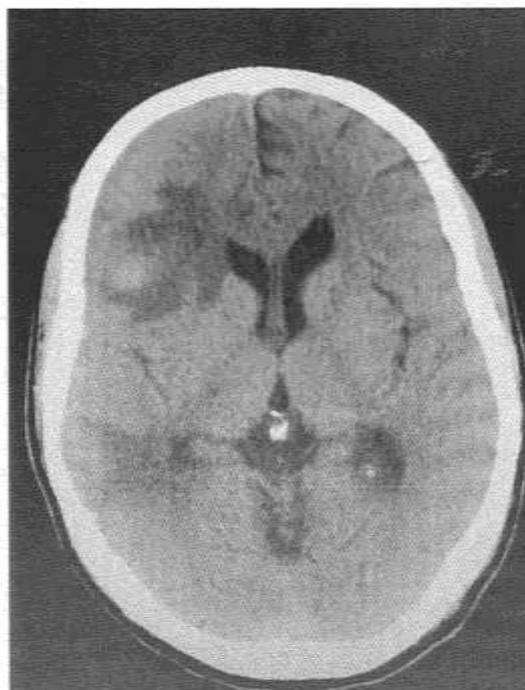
Спиральная компьютерная томография пациента А. после проведенного лечения
